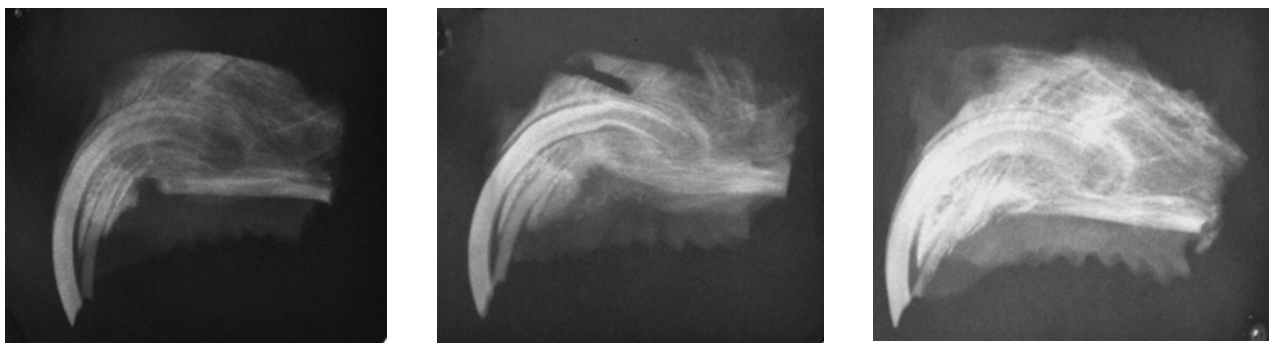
Дослідна група № 1. Фото рентгенограм верхньої щелепи кроля. Термін дослідження 14, 30, 90 діб
